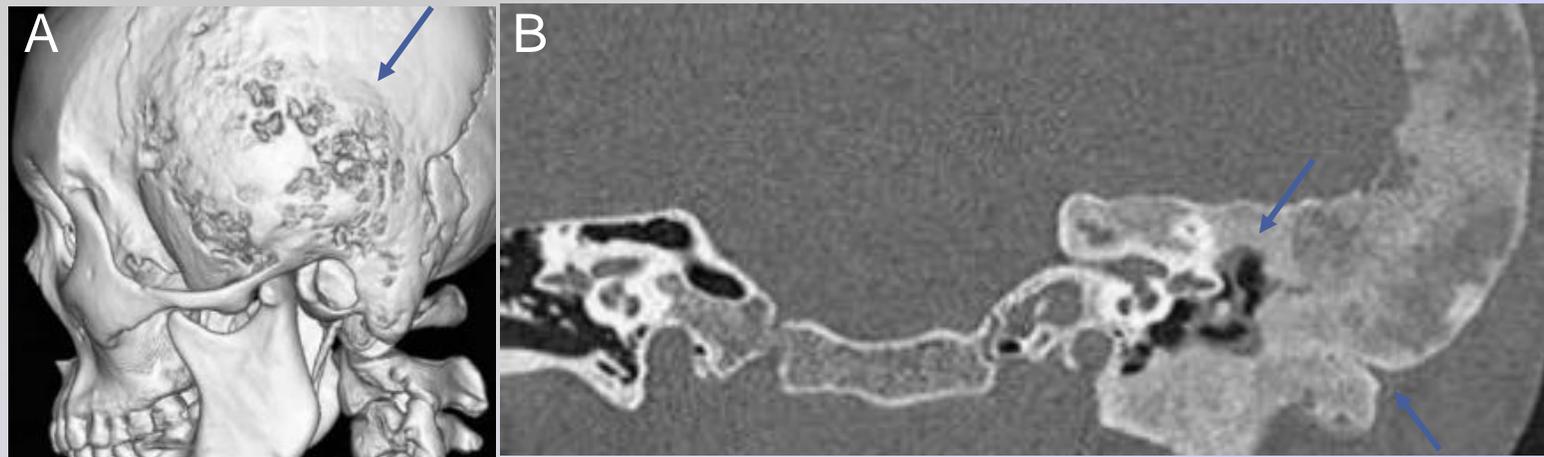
reconstrucción en plano axial (A) y coronal (B) de TC con ventana ósea que revela expansión del hueso intradiploico temporal izquierdo con patrón en vidrio esmerilado en porción escamosa y mastoidea. Nótese el estrechamiento del CAE cuya luz se encuentra libre.
